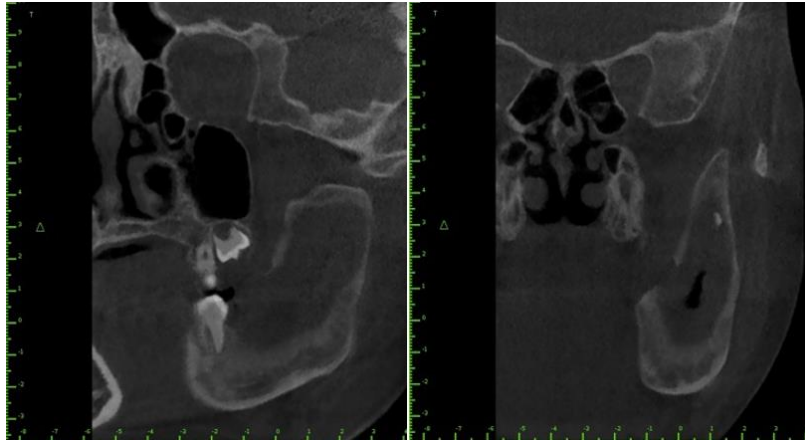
Tomografía computarizada de control. Corte coronal. Fuente propia.
